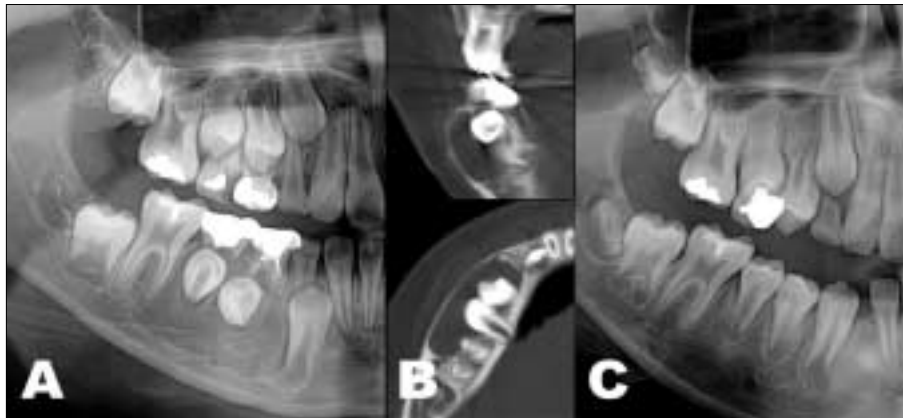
(A) Preoperative panoramic radiogram (B) Preoperative CT (C) 10M after decompression
